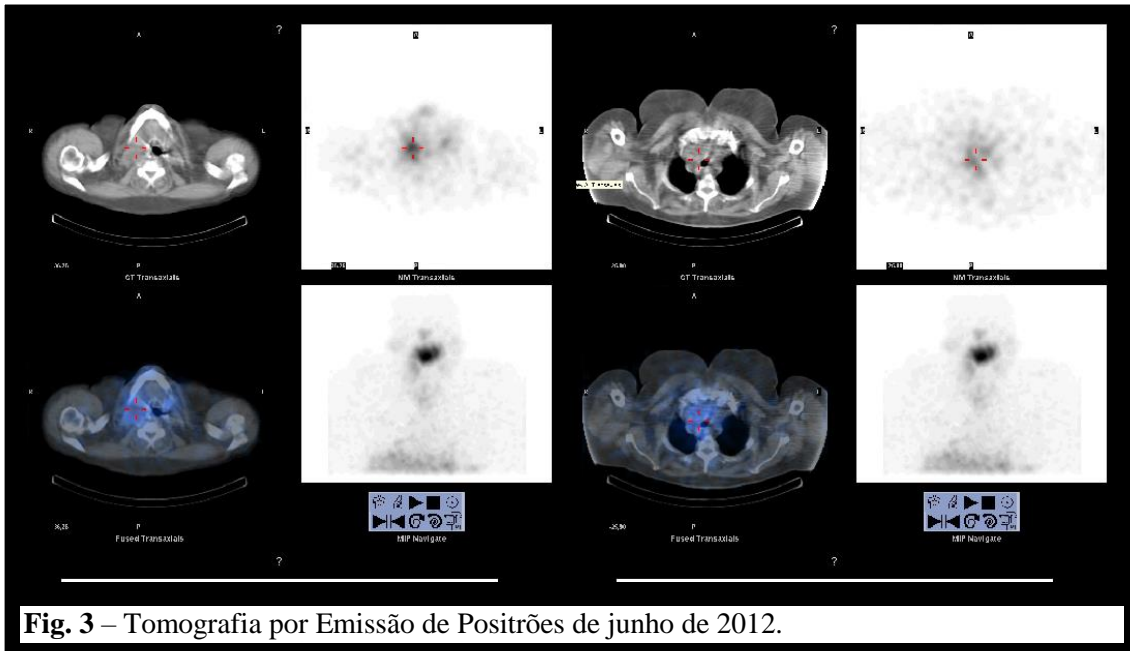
Tomografia por Emissão de Positrões de junho de 2012.
